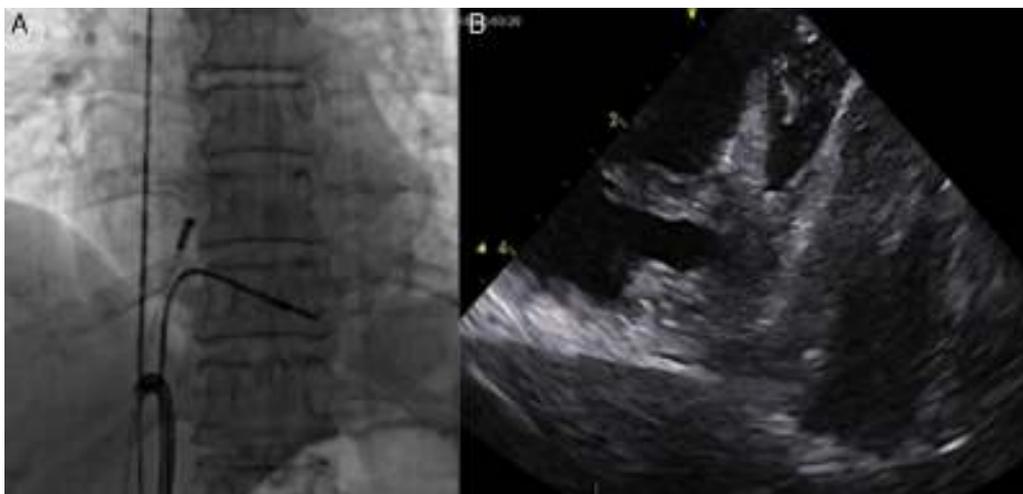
A. Imagen de tracción con catéter SNARE, se muestra posición de sonda de ecografía intracardiaca. B. Imagen de ecografía intracardiaca con presencia de deformación del ventrículo derecho, creación de cavidad virtual con presencia de hipotensión e inestabilidad hemodinámica con la tracción.
